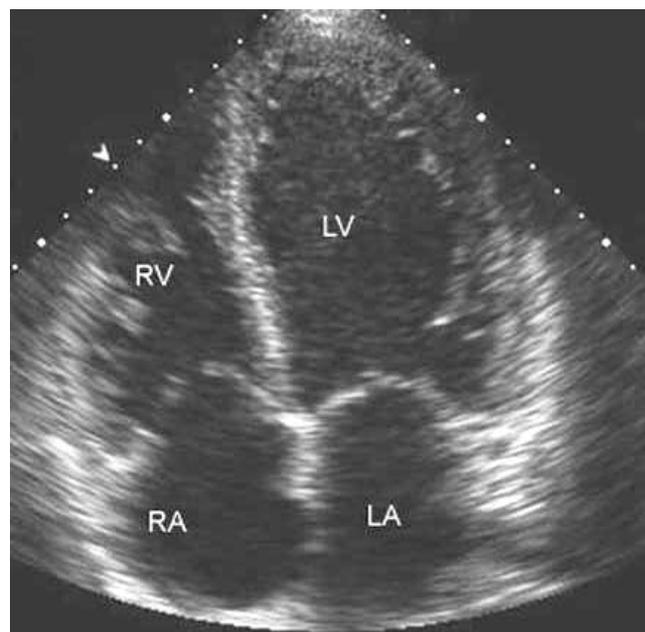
Эхокардиограмма пациента Ф. в верхушечном четырехкамерном сечении. LV — левый желудочек; LA — левое предсердие; RV — правый желудочек; RA — правое предсердие
